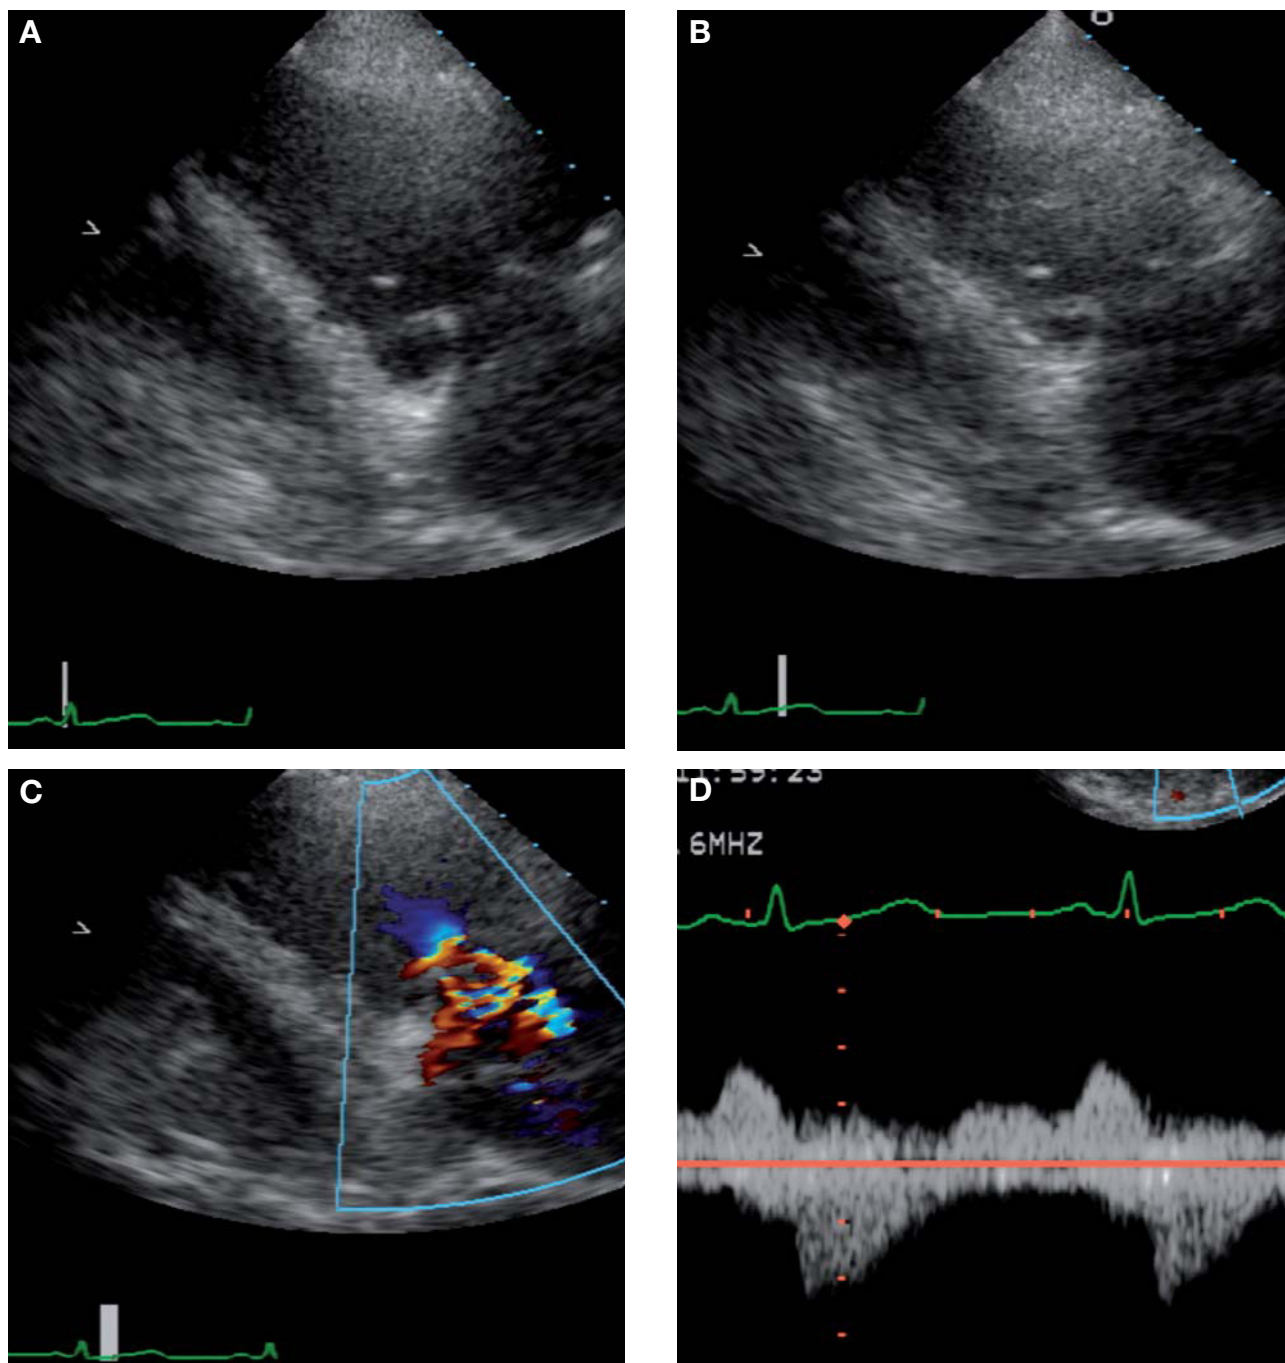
Imágenes ecocardiográficas de un varón de 48 años con una cardiopatía carcinoide. A: imagen telediastólica que muestra la válvula tricúspide (VT) en posición abierta. B: la VT en la imagen telesistólica se encuentra en una posición parcialmente abierta. C: esta restricción valvular característica causa una insuficiencia tricuspídea grave. D: el Doppler de onda continua muestra varias características habituales. La velocidad pico sistólica precoz del máximo inicial y la desaceleración rápida indican una presión auricular derecha elevada. La velocidad diastólica con una desaceleración inicial lenta y un flujo presistólico prominente concuerdan con un cierto grado de estenosis tricuspídea.
